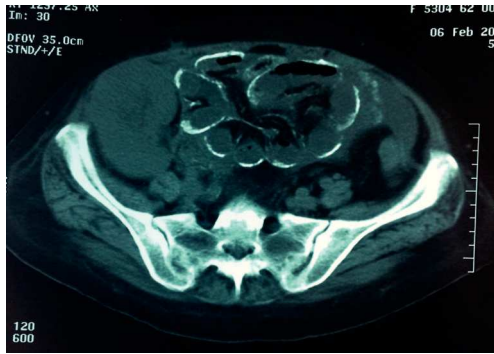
Tomografía computarizada abdominal simple, corte axial. Se aprecia discreta dilatación de las asas intestinales, líquido libre en cavidad abdominal y calcificación de la pared del intestino delgado.
